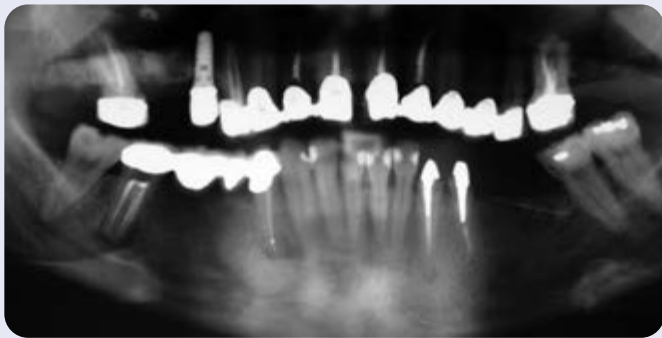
ortopantomografia iniziale
